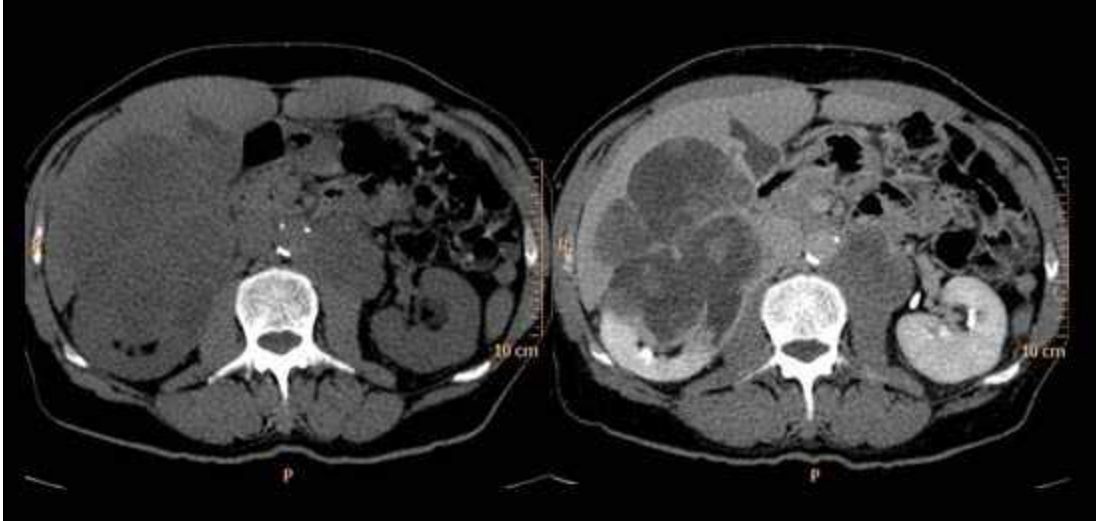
Tomografía computarizada abdomino-pélvica con contraste preoperatoria.
